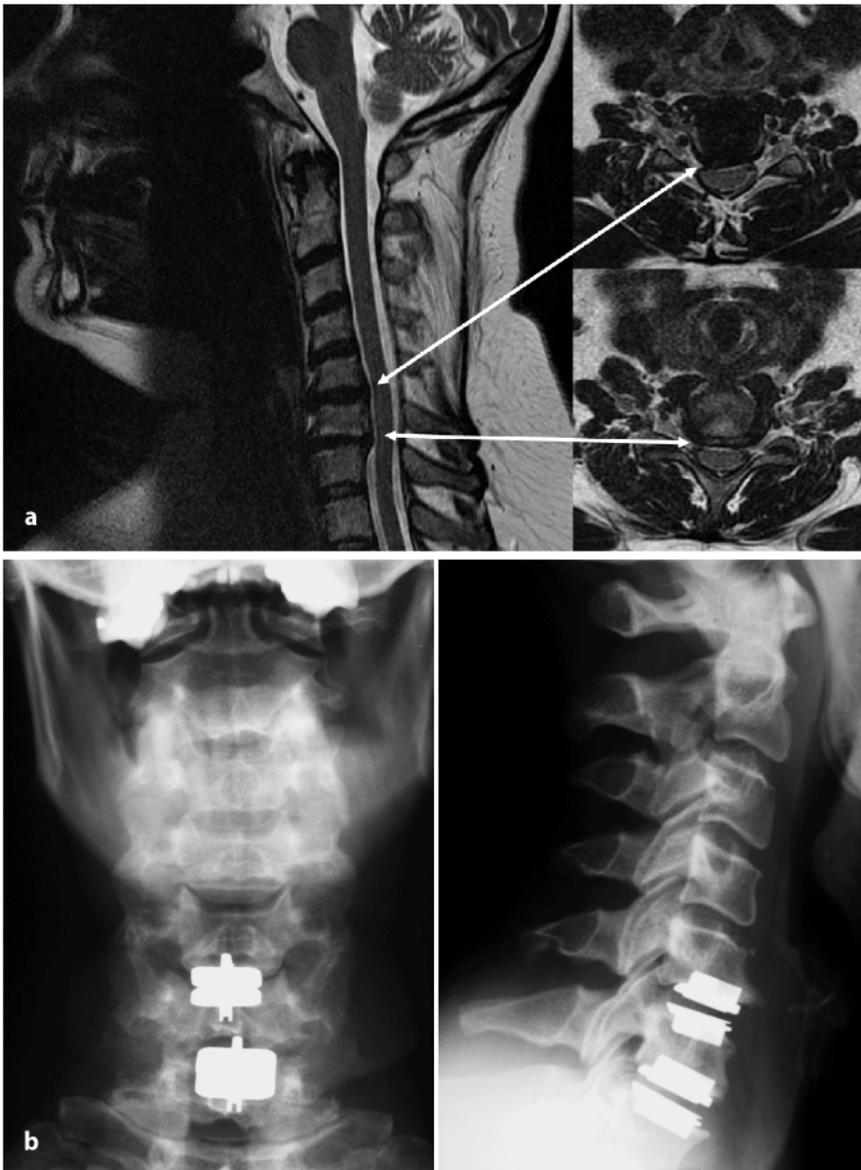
b ▲ 2-Etagen-Bandscheibenprothese bei Bandscheibenvorfall C5/6 rechts und Retro-spondylophythen mit Radikulokompression C6/7 beidseits. a MRI: Bandscheibenvorfall C5/6 rechts und Retro-spondylophythen mit Radikulokompression C6/7 beidseits bei einer 45-jährigen Patientin. b Röntgenbild 6 Wochen nach Bandscheibenendoprothese; die Patientin ist beschwerdefrei, die Halswirbelsäulenbeweglichkeit frei
